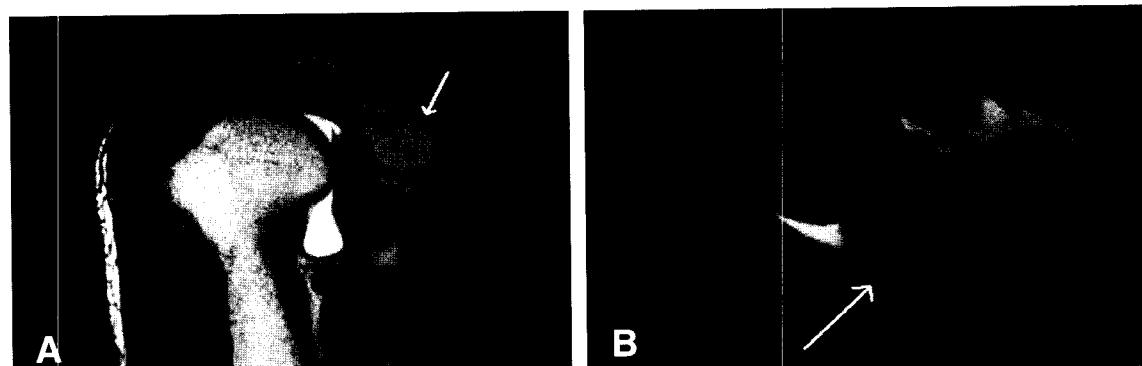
Coronal T2-weighted and axial T1-weighted fat suppressed MR arthroographies of the right shoulder, demonstrating a mass just like a lipoma in the region of the spinoglenoid notch.
